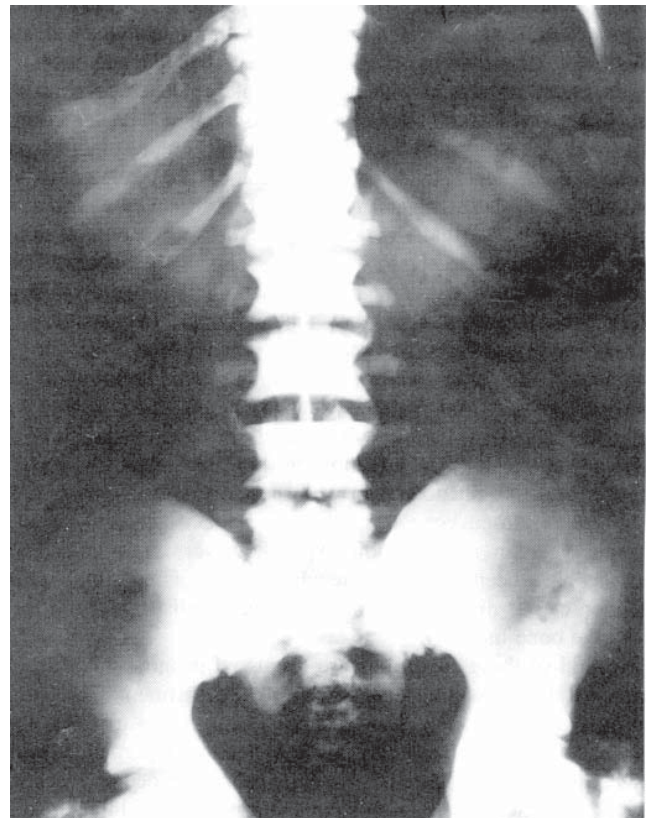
Radiografie de coloană vertebrală și de bazin la un bărbat în vârstă de 55 de ani cu osteopetroză – formă benignă, cu transmitere dominantă.
